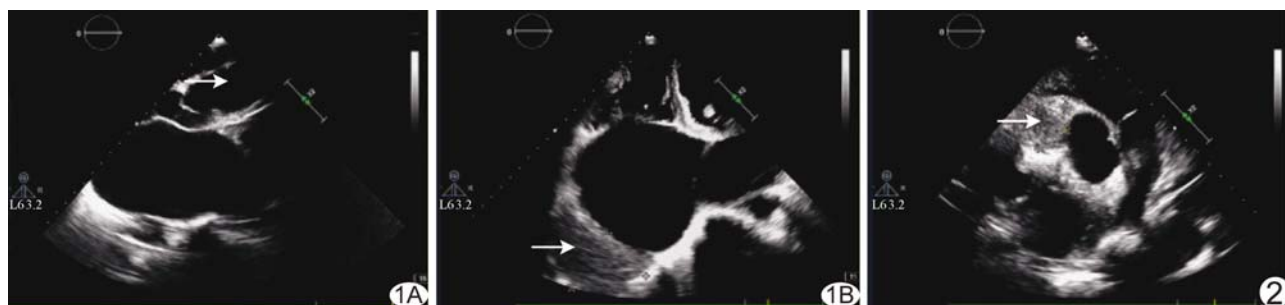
术前超声心动图 A. 右冠状动脉呈瘤样扩张, 形似升主动脉(箭); B. 右心房内血栓形成(箭) 图 2 术后复查心脏 CDFI 大动脉短轴切面 9~11 点位见 35.0 mm×36.0 mm 中等附加回声(箭)
